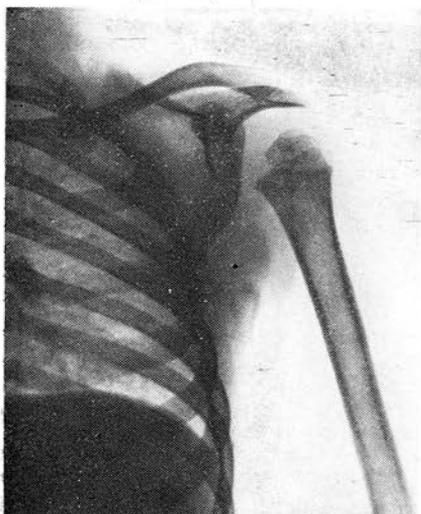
Рентгенограмма левого плечевого сустава больной М., 4 лет, с последствиями родовой травмы шейного отдела спинного мозга в виде верхнего вялого пареза. Головка плечевой кости уменьшенного размера, недоразвита, расширена суставная щель.
